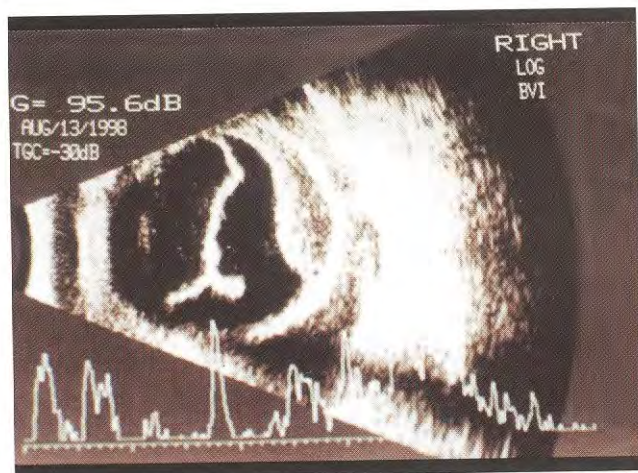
Ultrassonografia de órbita e bulbo ocular modo B confirmando a hipótese de invasão ocular.
